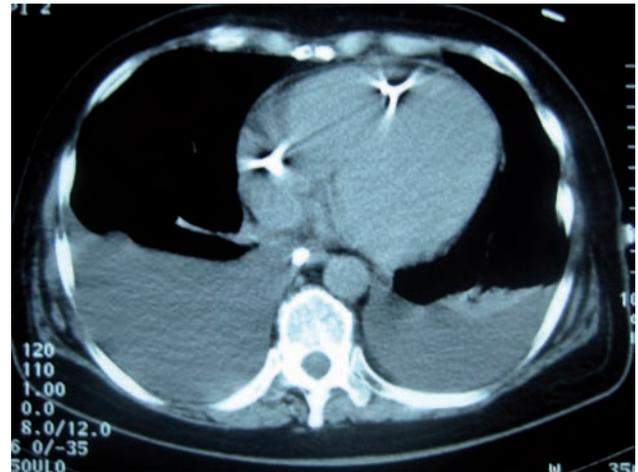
TAC torácico helicoidal. No se observan signos compatibles con embolia pulmonar. Derrame pleural bilateral.
